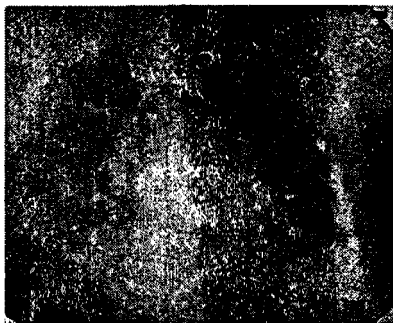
Рентгенограмма легких.
